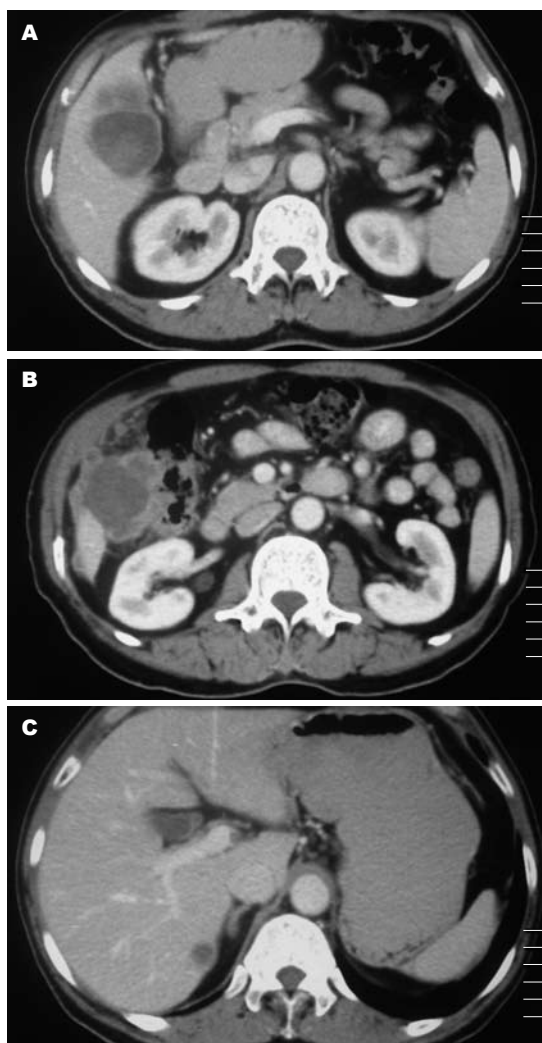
胆囊肿瘤增强CT。A: 胆囊肿瘤浸润至肝脏; B: 肿瘤侵及结肠肝曲; C: 肝脏转移病灶。
